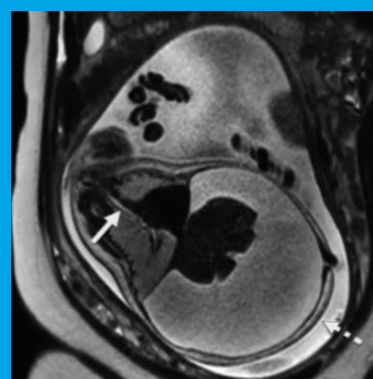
На МРТ грудной и брюшной полости расширенная грудная часть трахеи (стрелка), увеличенное легкое, прогиб диафрагмы, выраженный асцит и отек кожи головы (пунктирная стрелка).
